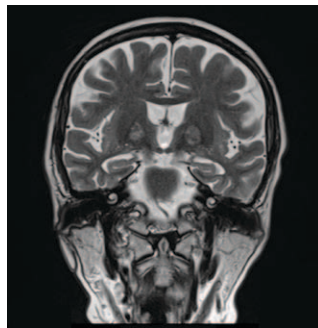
Coronal T2-weighted revealing diffuse hypointensity with an anteromedial area of high signal intensity of the globus pallidus, (the eye-of-the-tiger sign)
